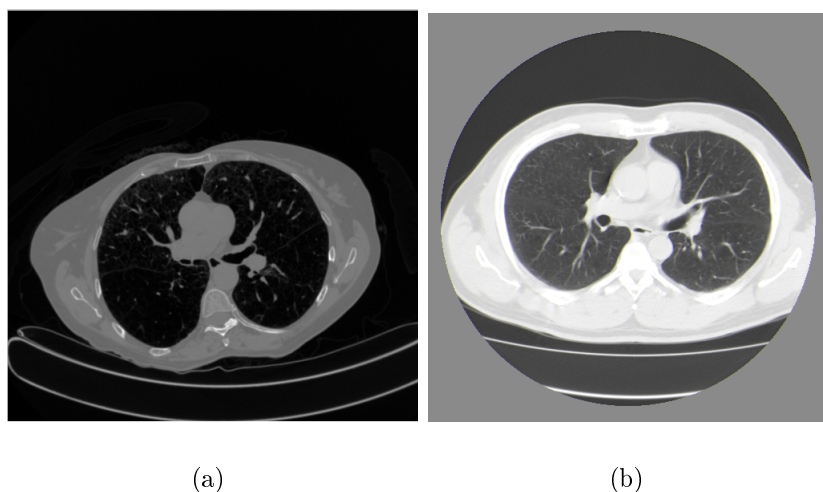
imagem de TC; (a) multidetectores adquirida pelo tomógrafo modelo *Philips Gemini*; (b)TCAR adquirida pelo tomógrafo modelo *Toshiba Asteion*.
